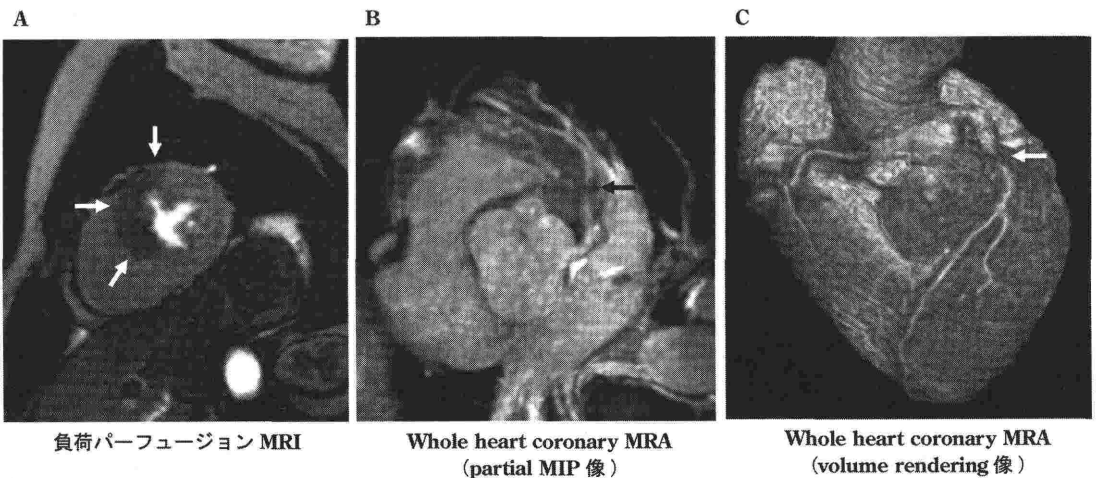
左冠動脈前下行枝 (LAD) に 90% 狭窄を有する狭心症例の (A) 負荷パーフュージョン MRI, (B) Whole heart coronary MRA の partial MIP 像, および (C) volume rendering 像
